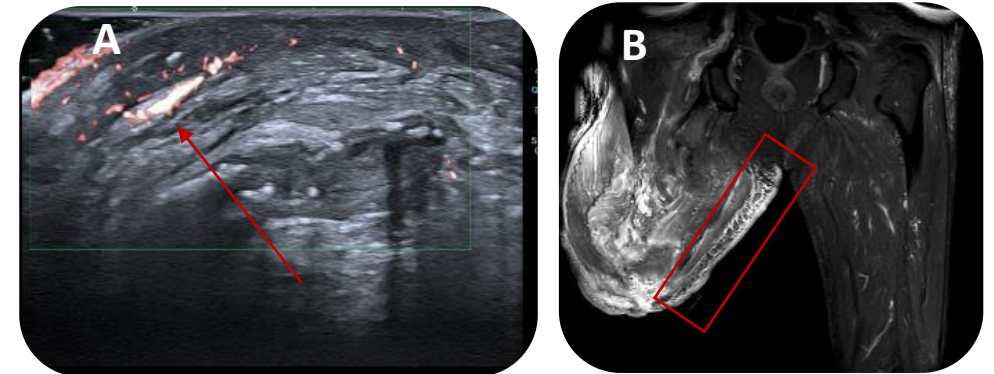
Ecografía eje corto: Hiperecogenicidad de la grasa con aumento de la señal power doppler en el tejido celular subcutáneo del muñón (flecha).
